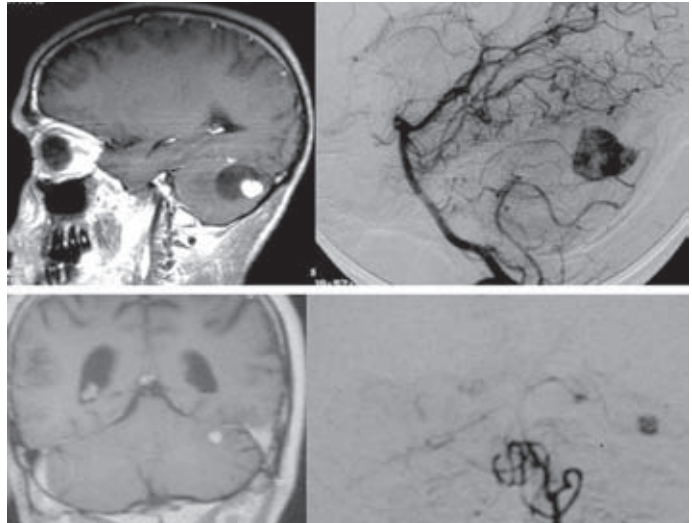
Dos pacientes con hemangioblastoma, mostrando el nódulo en RM con contraste (izquierda) y el teñido tumoral en arteriografía en las mismas proyecciones.
